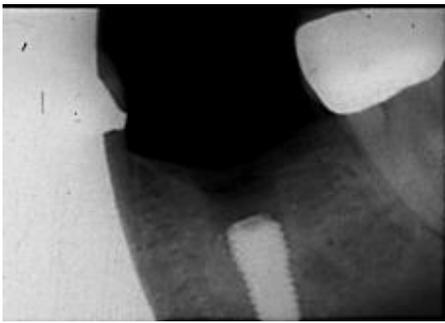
Con frecuencia se observa la pérdida de la cresta ósea después del primer año de la carga protésica. Esta radiografía periapical demuestra 2 mm de pérdida de hueso en comparación con la cresta ósea original a la inserción del implante (Misch et al, 2005).
